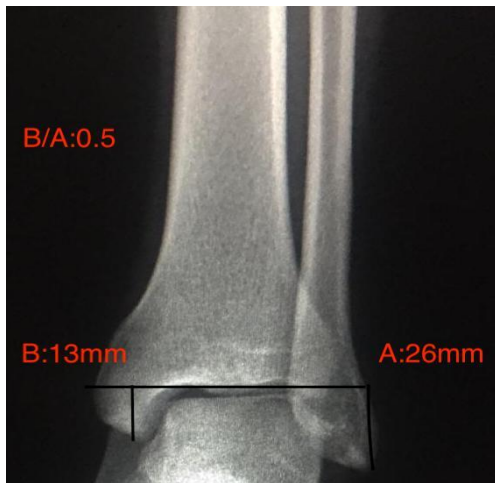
La radiographie de face montre l'hypoplasie de la malléole médiale évaluée avec le rapport entre la longueur de la malléole B (médiale) et A (latérale) selon la méthode d'Elisé et al
